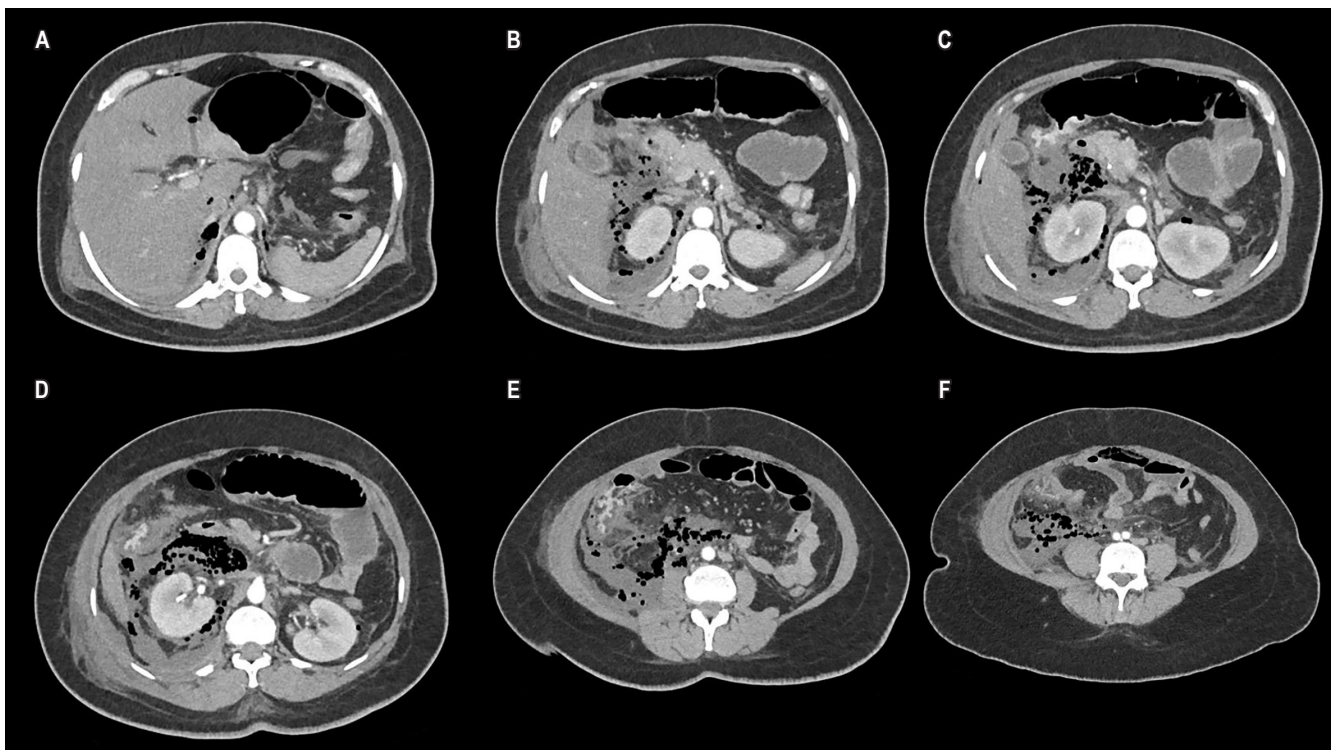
Tomografía contrastada de abdomen y pelvis del caso clínico. A-F. Secuencia de imágenes en orden céfalo-caudal donde se observa aire y líquido libre en el espacio retroperitoneal, evidenciado por el compromiso de los espacios perirrenal bilateral (mayor compromiso derecho), pericólico derecho, además de los espacios subfrénico, subhepático y pélvico, hallazgos que demuestran el compromiso inflamatorio peritoneal y retroperitoneal. Tomadas del archivo de la historia clínica del paciente.
